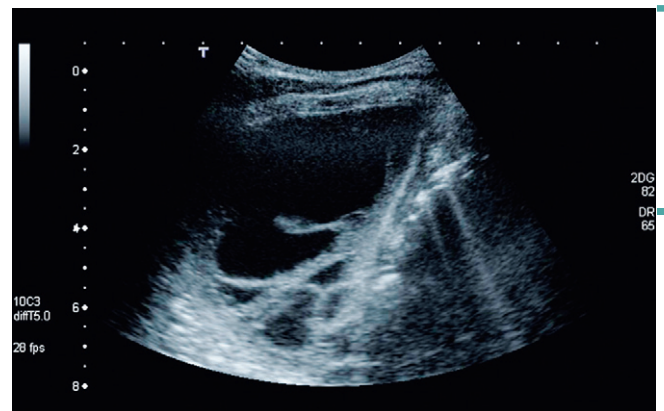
L'échographie pleurale met en évidence l'épanchement pleural, son abondance et la présence de cloisons.
